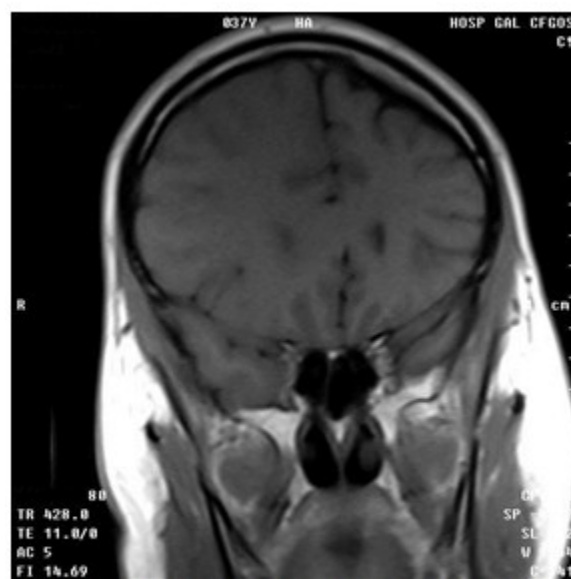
Resonancia magnética nuclear de cráneo, corte coronal, secuencia T1. Se observa asimetría de hemisferios cerebrales con mayor tamaño del hemisferio derecho con córtex ancho.
